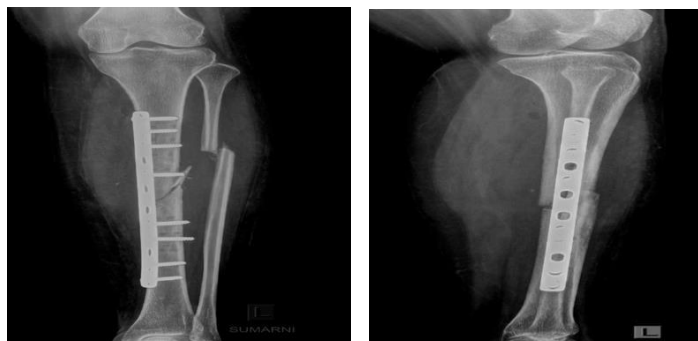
Foto X-ray Cruris Sinistra AP-LAT (23/10/2025)
